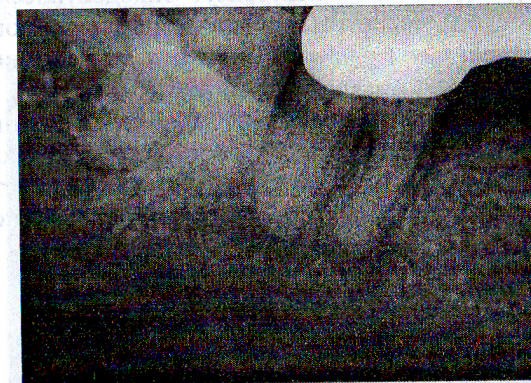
Предоперационная рентгенограмма зуба 47.
